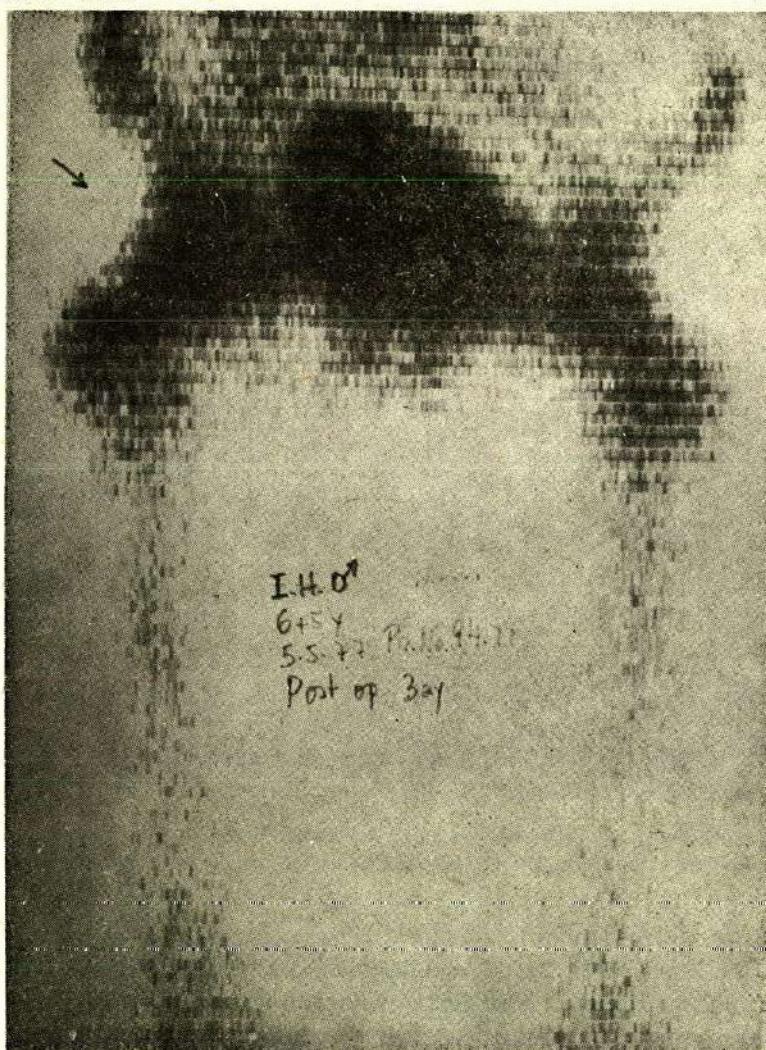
SM, Aynı hastanın sağ kalçasına yapılan Double Osteotomi ameliyatında 3 ay sonraki sintigrafisi sağ kalçadaki pre-operatif up-take defektinin dolmak üzere olduğunu simgeliyor. (Ameliyatın revaskülarizasyon etkisinin kanıtı).
